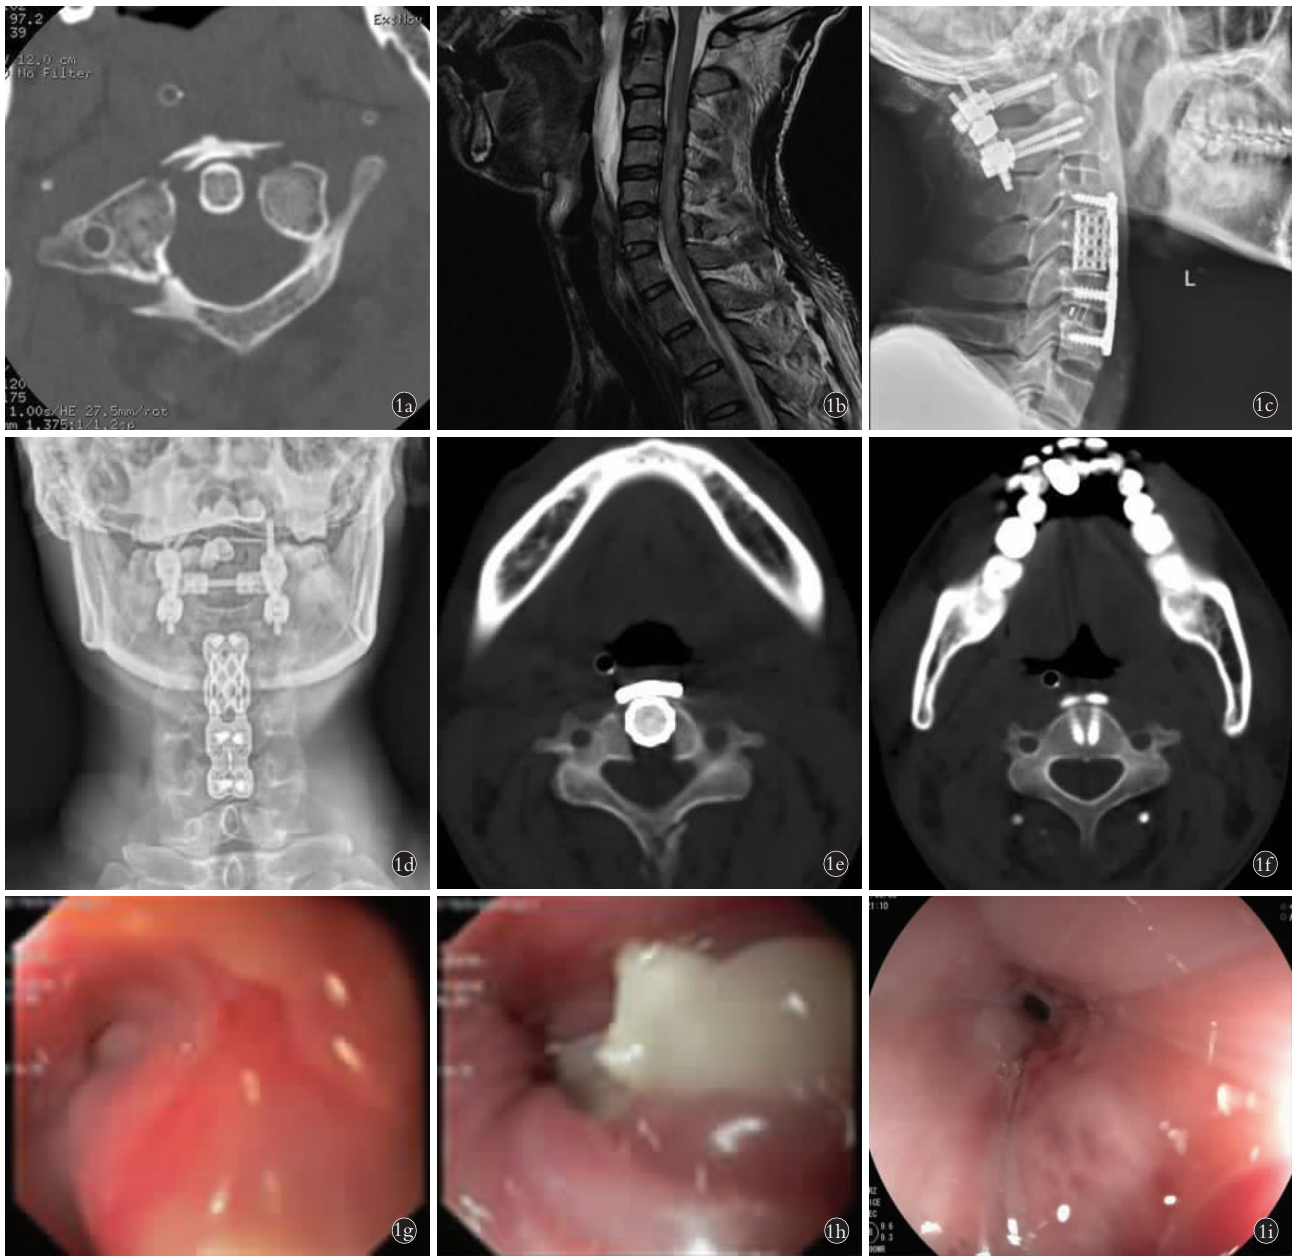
患者,男,48 岁,颈椎前路手术前后影像学资料 1a. 术前颈椎 CT 示寰椎前后弓骨折 1b. 术前 MRI 示颈髓损伤(C₃-C₇ T1 加权像脊髓高信号)、椎前血肿 1c,1d,1e,1f. 术后 3 周颈椎正侧位 X 线片及 CT 示椎前软组织无肿胀及椎前气体影 1g,1h. 术后 4 周食道镜下见食道黏膜有散在白色点状及片状斑块 1i. 术后 4 周给予氟康唑抗真菌治疗 2 周后复查食道镜提示食管黏膜恢复正常
